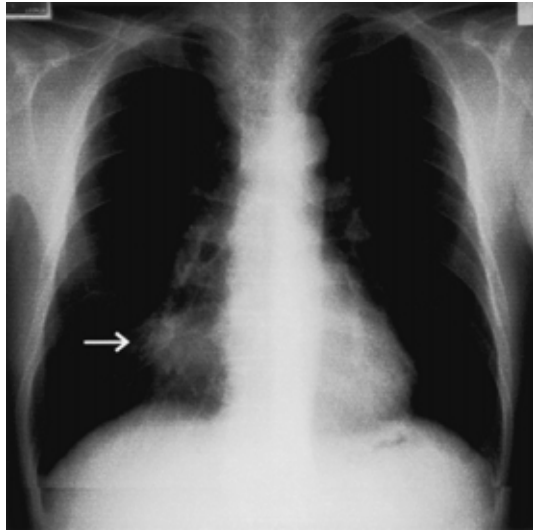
A chest X-ray film on admission showed a mass in the right lower lung field.
